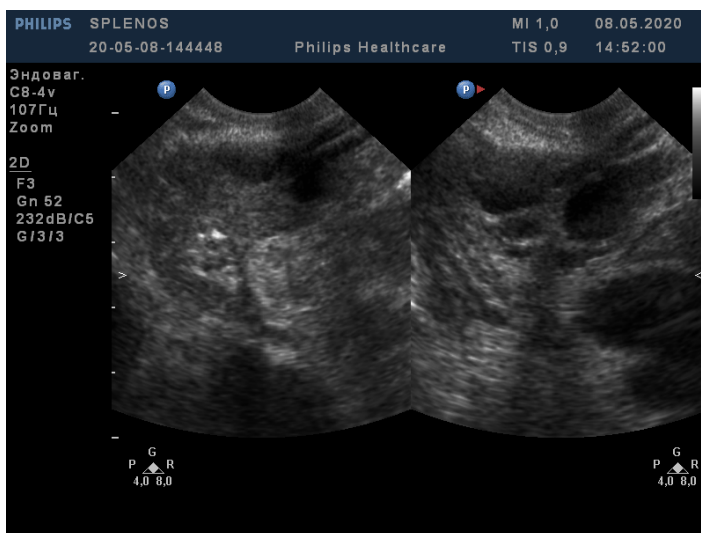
Трансвагинальное УЗИ органов малого таза:
